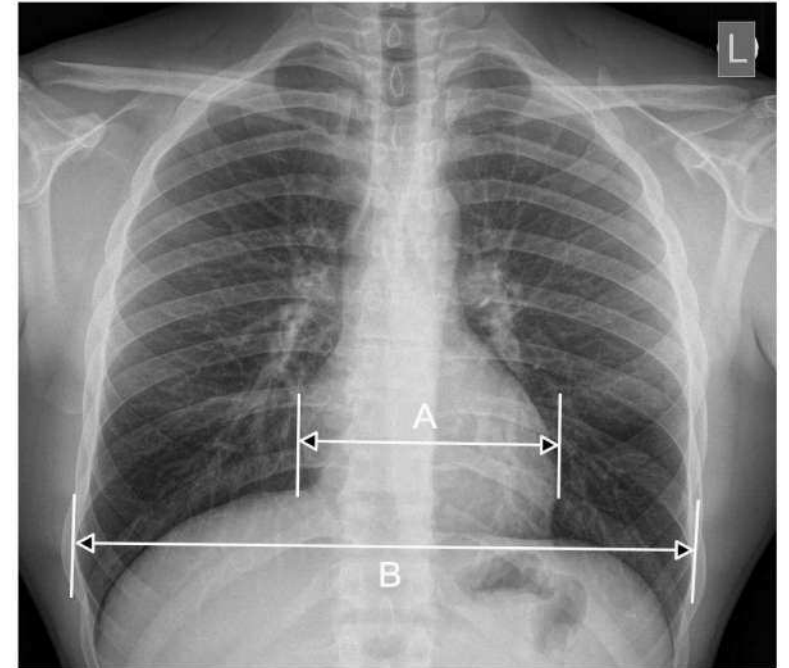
Método para determinar la RCT. Se determina en función de la relación entre la dimensión transversal del corazón [A] y la dimensión transversal del tórax (costillas internas) [B] medidas en la radiografía en proyección PA del tórax: $RCT = A/B$.
